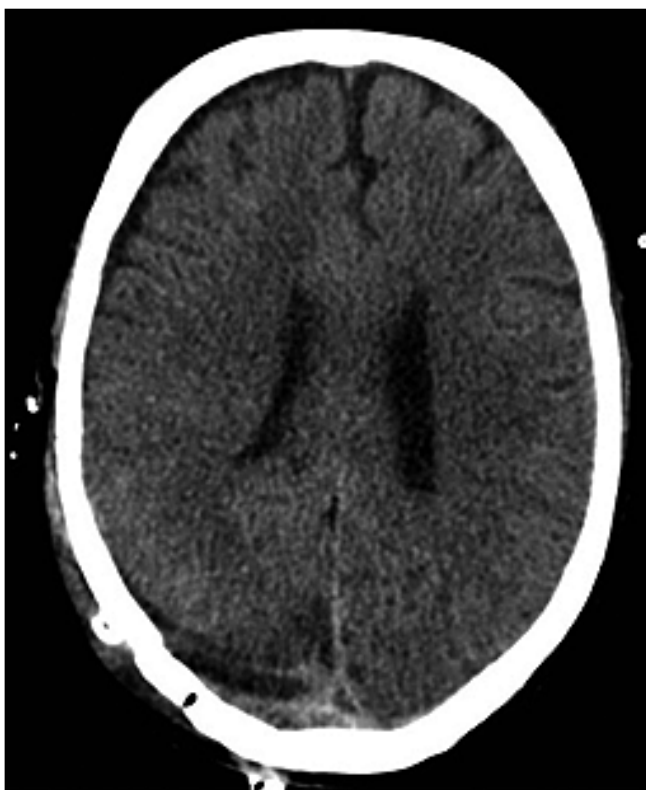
Post-operative control CT.
